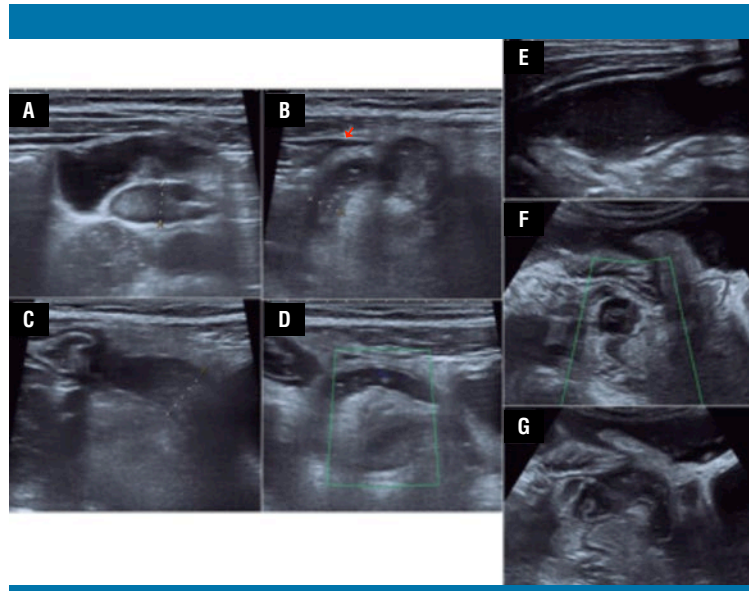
Estudio de ecografía abdominal (servicio de urgencias). A) Adenopatía en la fosa iliaca derecha (FID) de aspecto inflamatorio. Ciego lleno de contenido. B y D) Estructura tubular con aumento de diámetro y contenido líquido. Aumento de ecogenicidad de la grasa periapendicular. Pequeña lengüeta de líquido libre (flecha). C) Aumento de diámetro del asa del intestino delgado en la FID con grasa adyacente ecogénica. E, F y G) Ecografía en el noveno día de ingreso. E) Abundante líquido libre en la FID con ecos en suspensión, sugestivo de una colección de considerable tamaño. F y G) Apéndice con paredes irregulares y un calibre muy aumentado respecto al primer control
